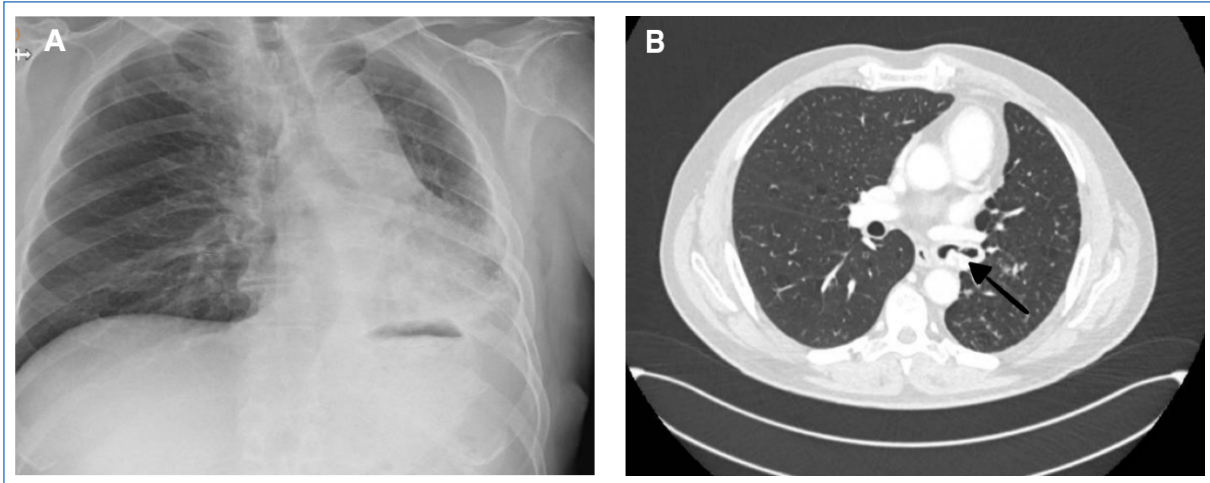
A: radiografía de tórax postero-anterior donde se observa pérdida de volumen y aumento de densidad a nivel de hemitórax izquierdo. B: corte axial de tomografía computarizada de tórax donde se objetiva engrosamiento endoluminal (flecha).
